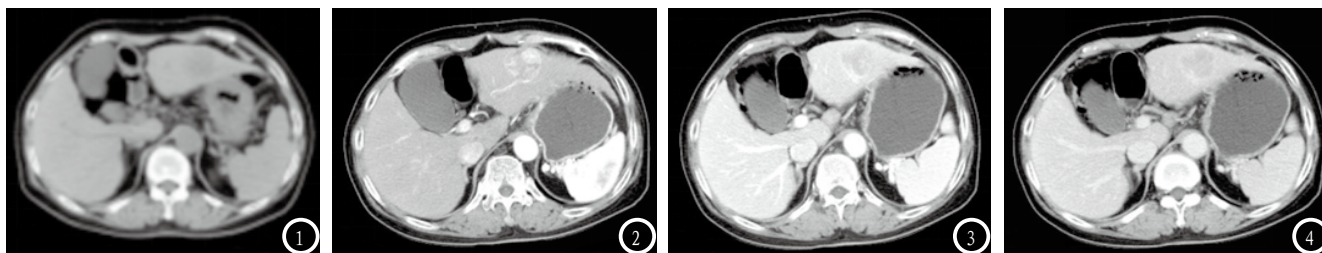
男, 47岁, CT平扫图像显示肝左叶椭圆形低密度灶, 大小约36mm×30mm。图2 CT增强扫描动脉期肝左叶病灶呈现明显强化。图3 CT增强扫描门脉期病灶密度迅速降低, 低于肝实质密度。图4 延迟期病灶呈现相对低密度改变。
